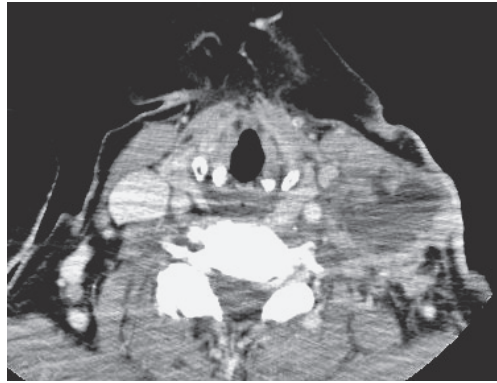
来院時頸部 CT. 左鎖骨上リンパ節に転移があり、皮膚に達する。
